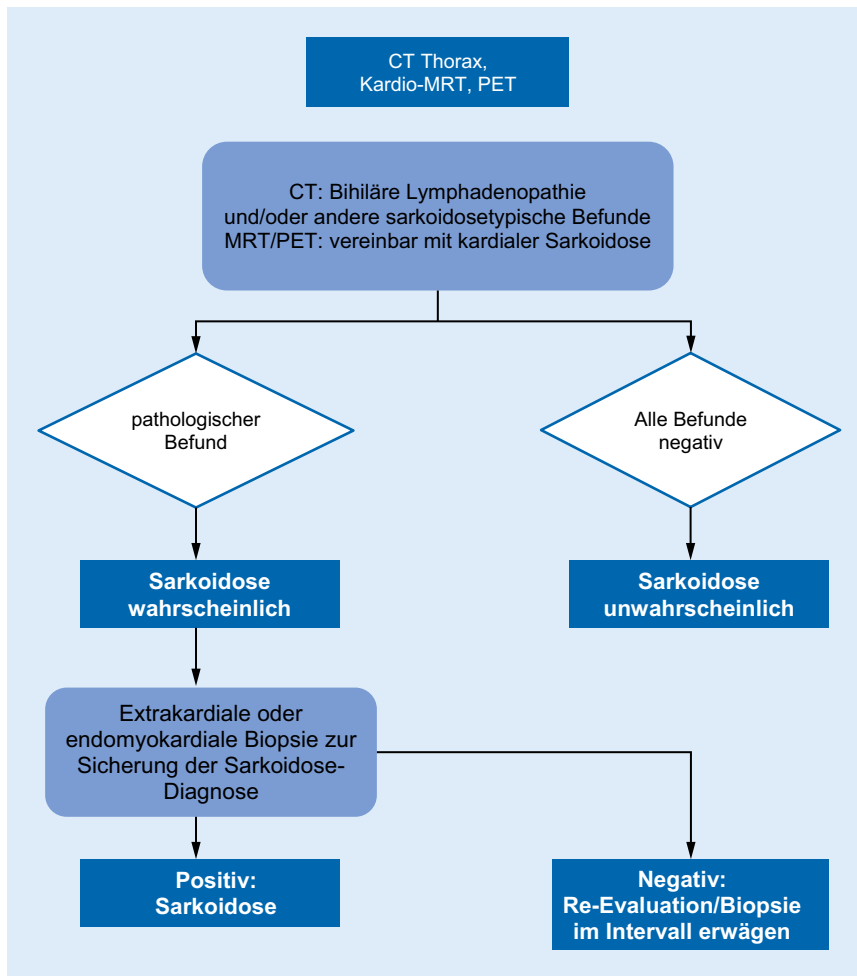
▲ Diagnostisches Vorgehen zur Evaluation einer kardialen Sarkoidose bei AV-Block II° (Typ Mobitz) oder AV-Block III°. *CT* Computertomographie, *Kardio-MRT* Magnetresonanztomographie des Herzens, *MRT* kardiale Magnetresonanztomographie, *PET* Fluordesoxyglukose-Positronenemissionstomographie
